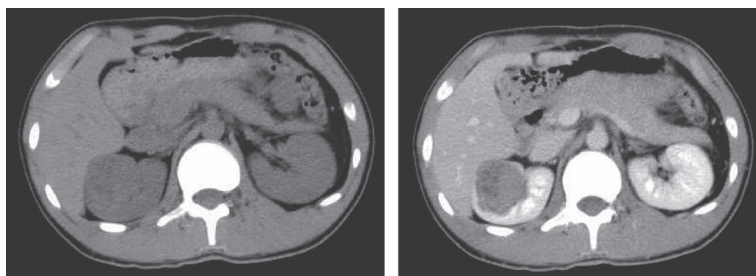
初発時の腹部単純CT（左）および造影CT（右）. 右腎臓に造影効果の弱い、最大径45 mmの表面が不整な腫瘍を認める。
